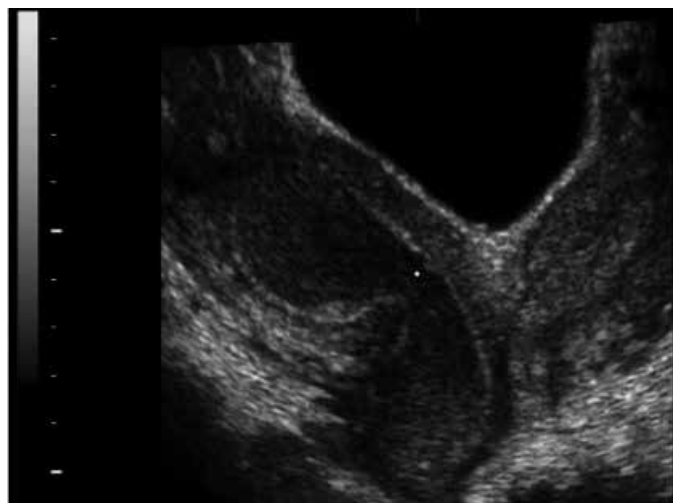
Ultrassonografia 3D após intervenção cirúrgica evidenciando útero didelfo com hematometra e hematocervice à direita.
